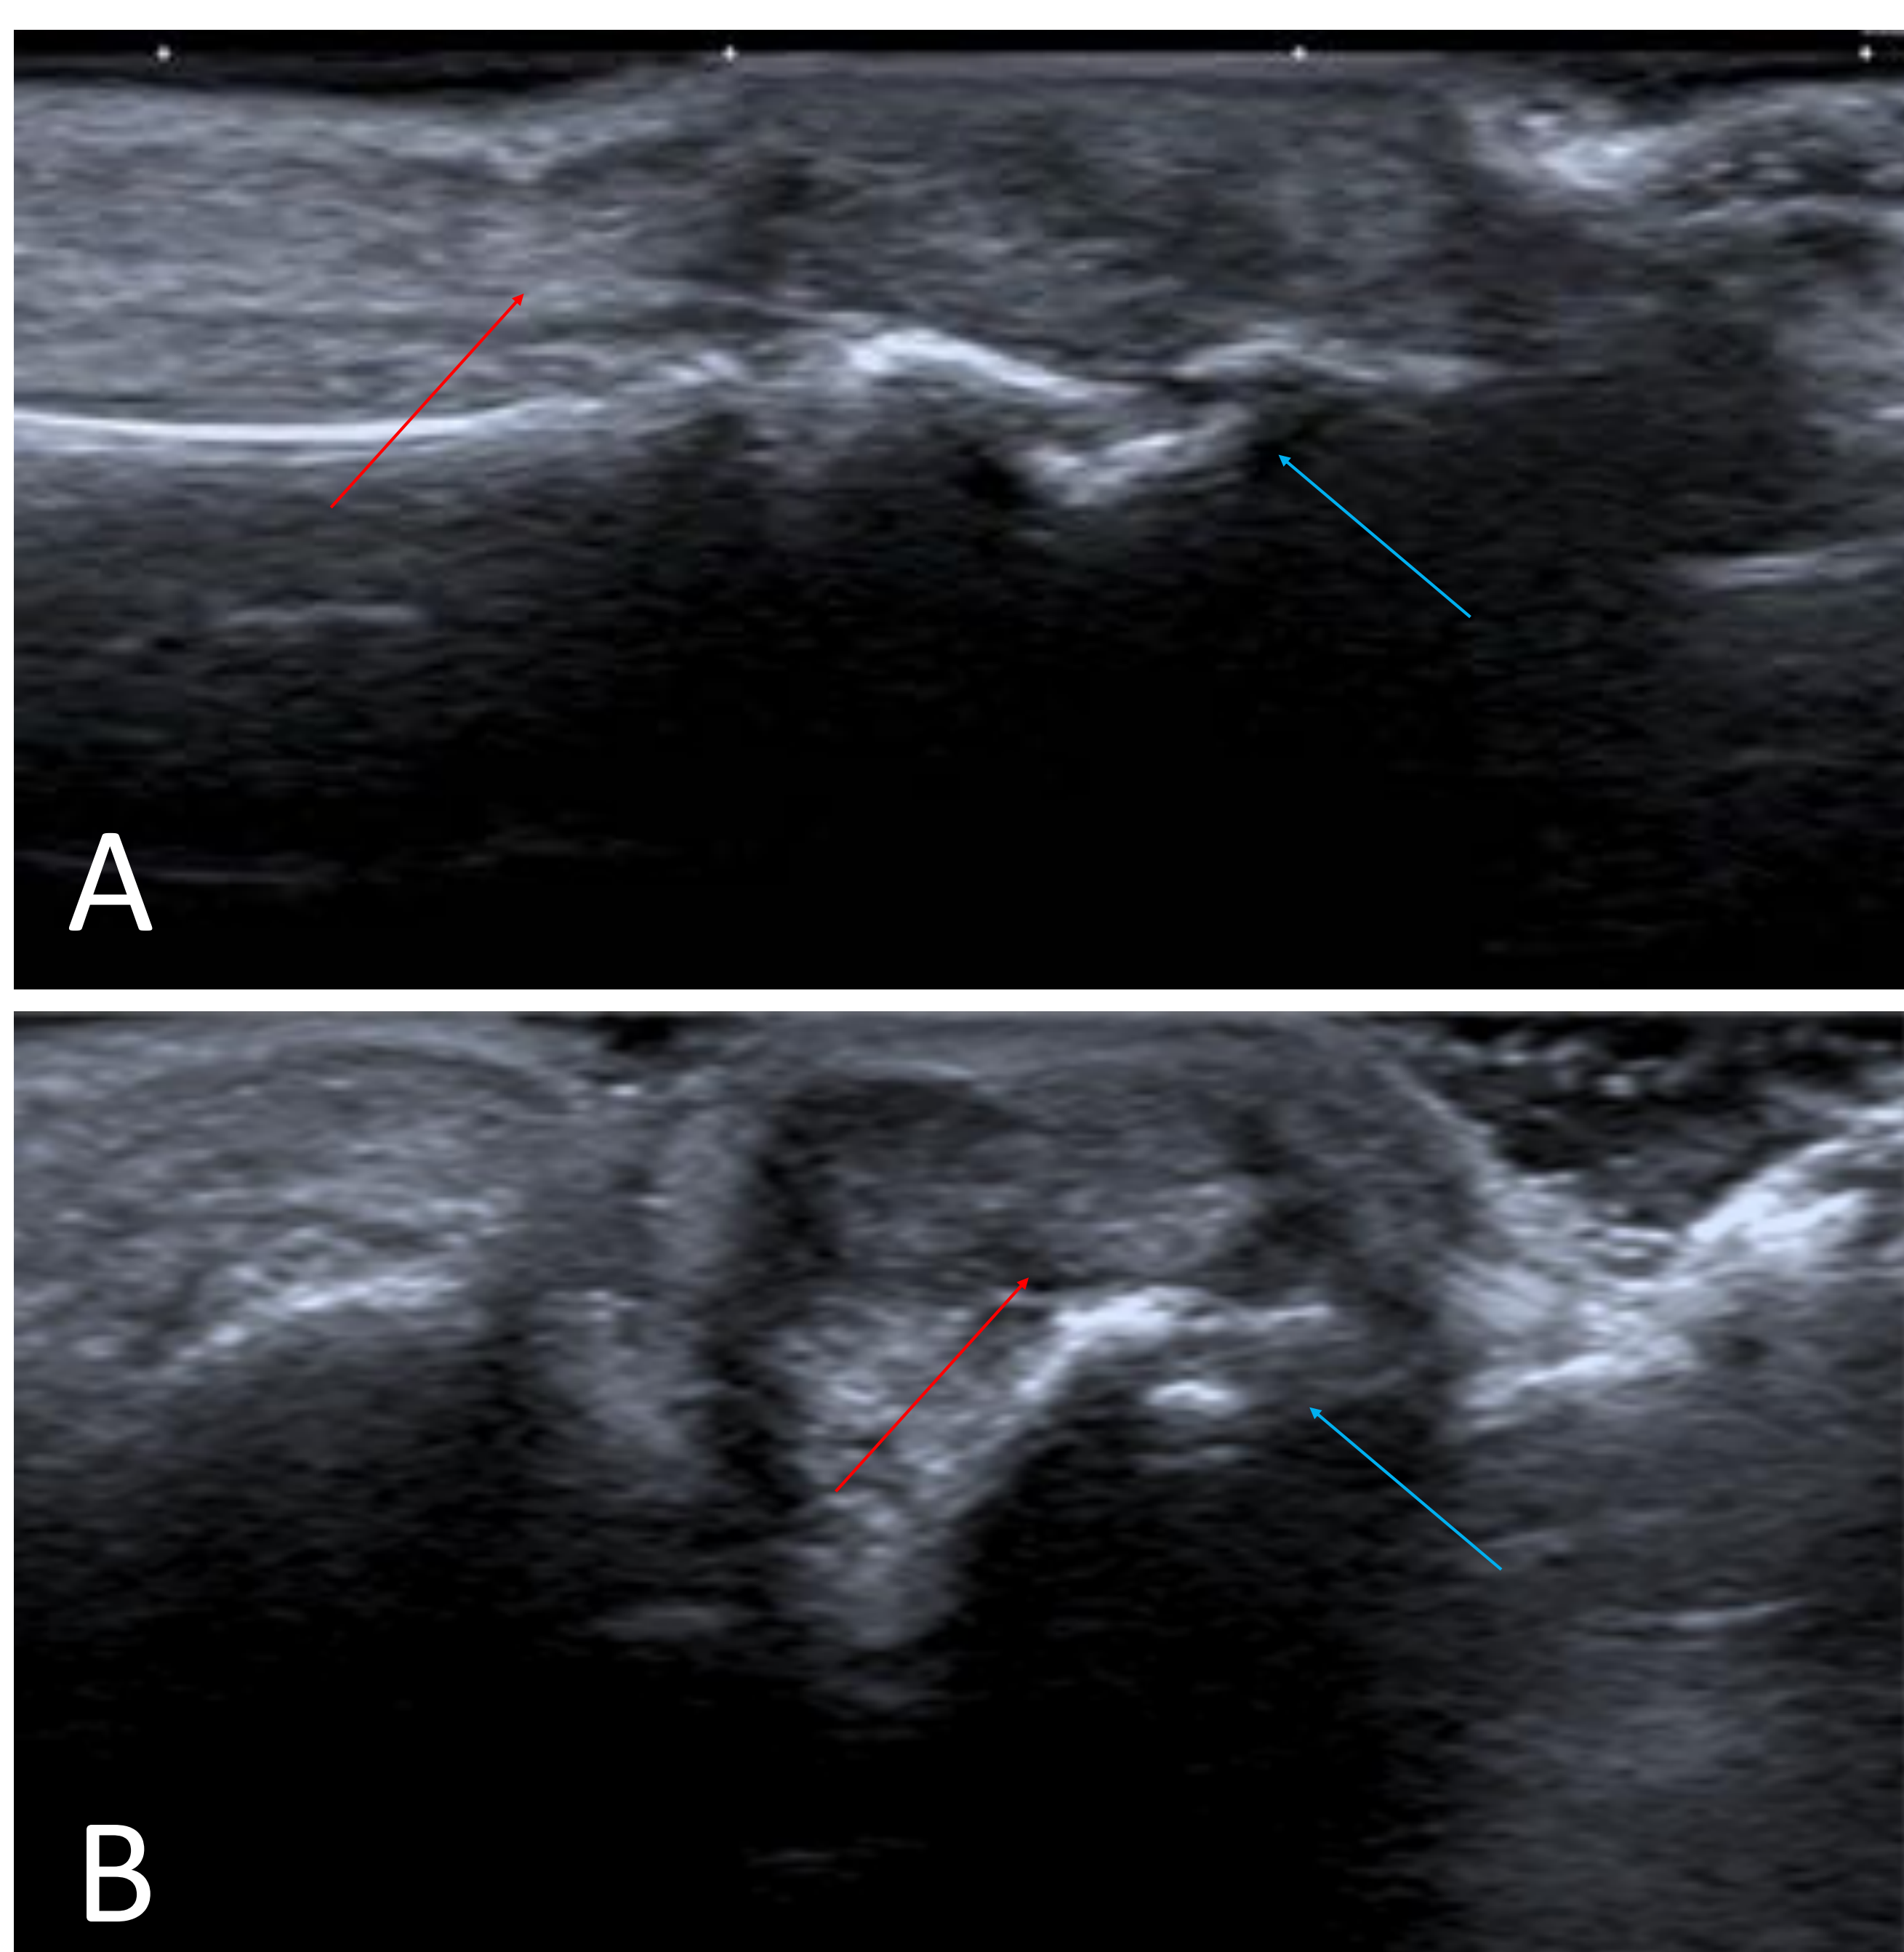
Ecografía de cara dorsal de la articulación interfalángica distal del 5º dedo del pie.
